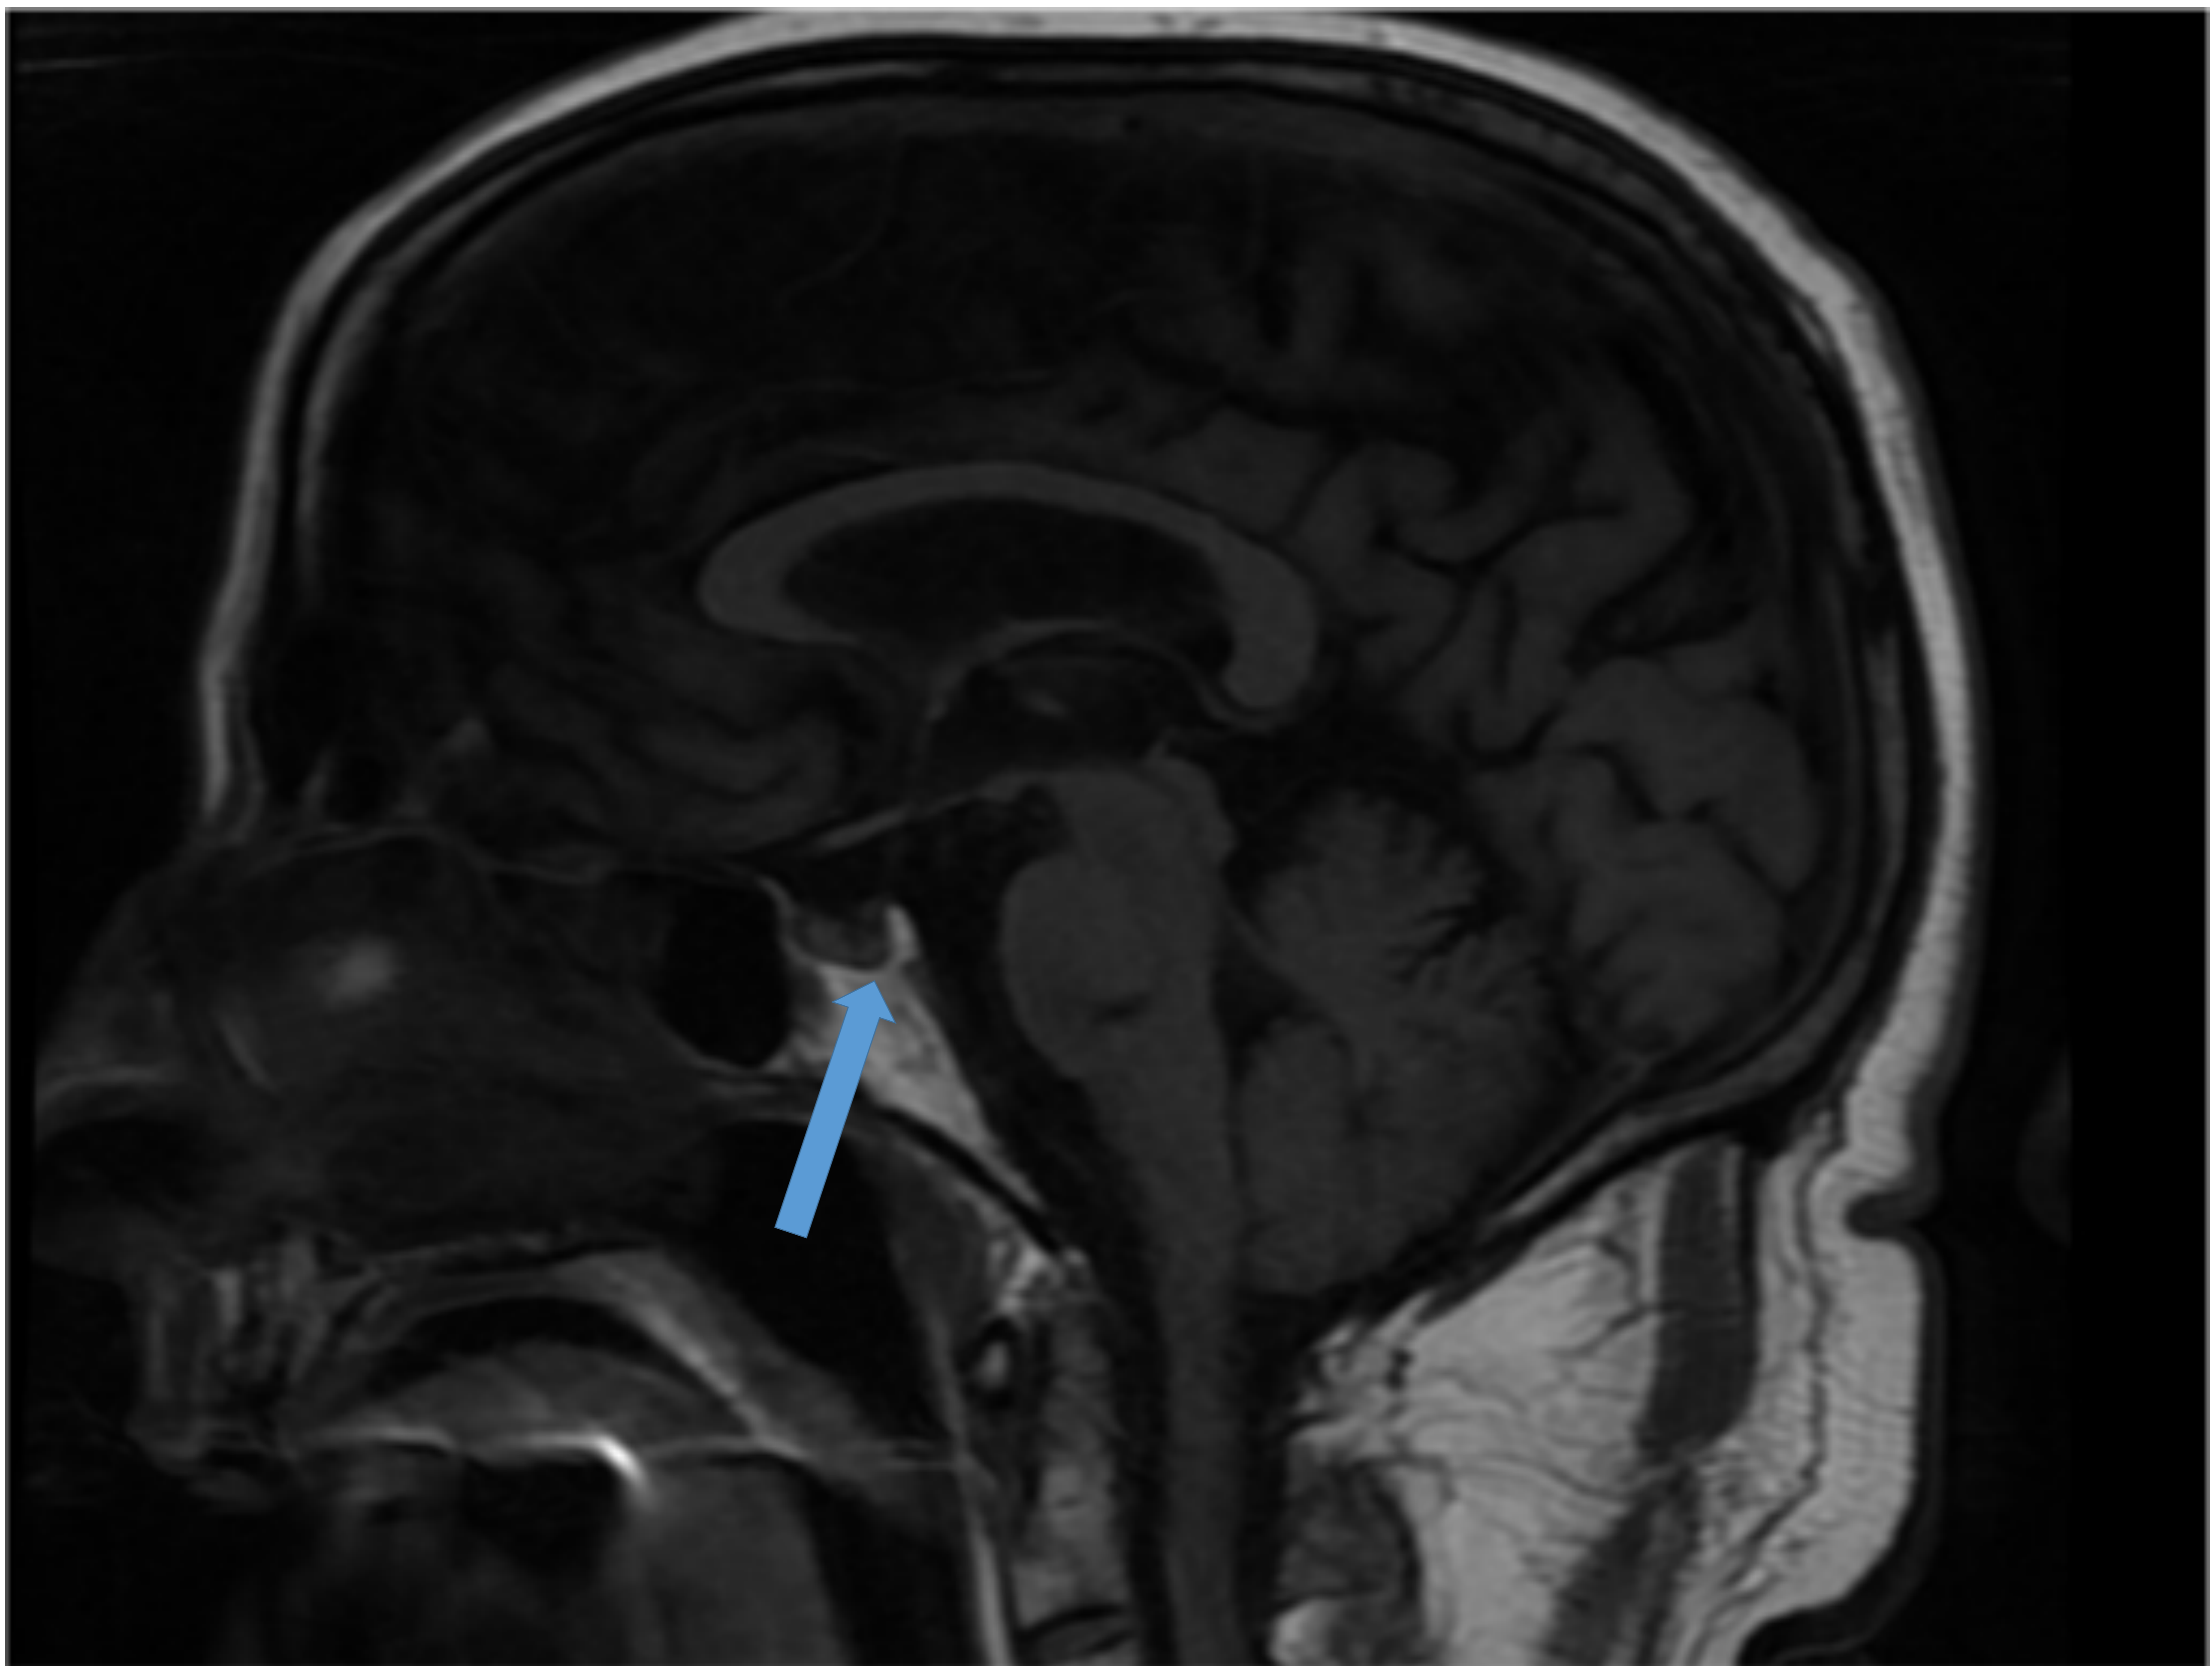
RM cerebral con imagen sagital potenciada en T1, en la que se muestra hipointensidad del lóbulo posterior de la hipófisis.
